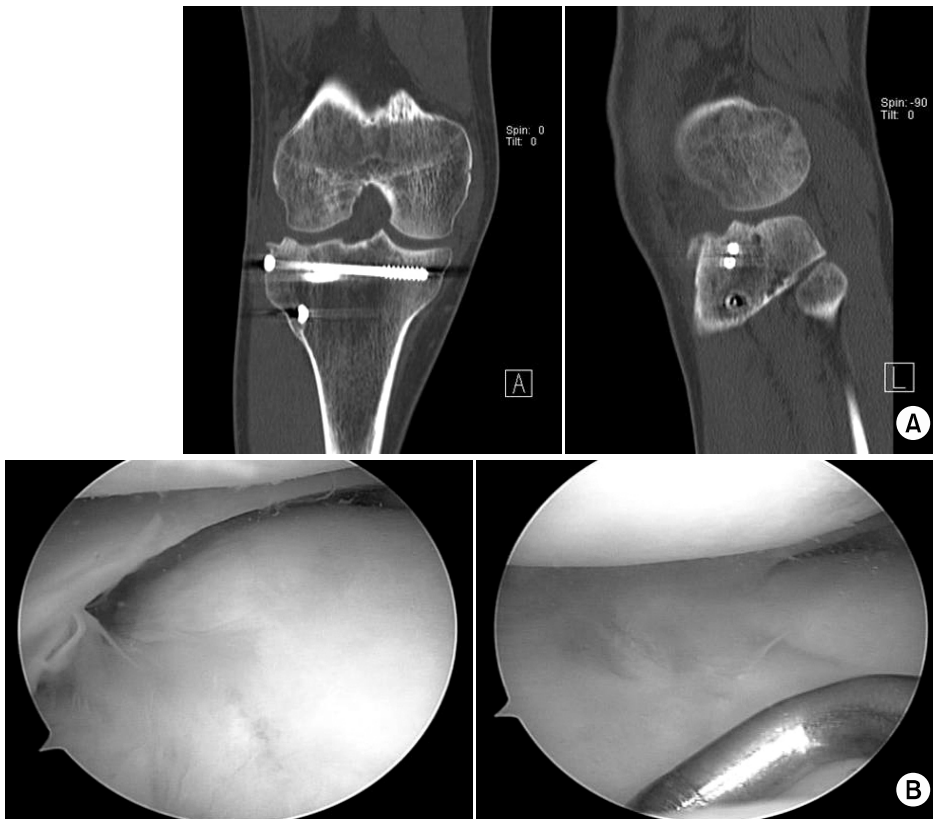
(A) Ten months after the operation, computed tomography images show a complete bone union with congruency of the articular surface. (B) Second look arthroscopy shows a healed articular surface as well as lateral meniscus.
